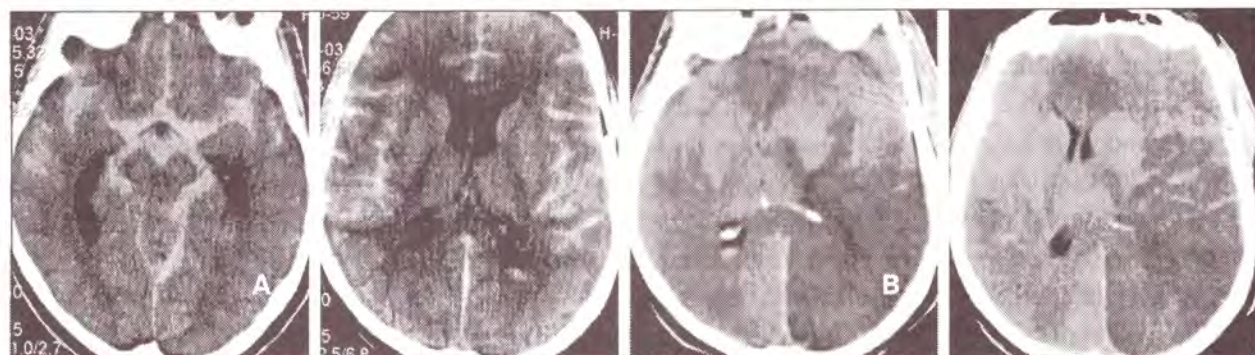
Time course of delayed vasospasm development, documented by cranial computed tomography (CCT). Initial CCT (A) showed extensive blood in the subarachnoid space. 10 days after onset of symptoms CCT documented extensive infarction of both hemispheres, especially in territory of left middle cerebral and posterior cerebral artery (B).
